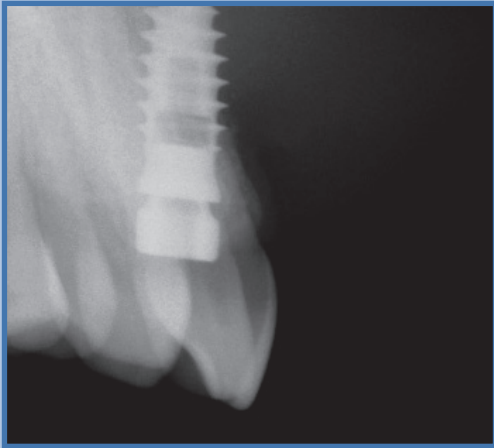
La radiografia endorale in latero-laterale mostra la non corretta assialità dell'impianto sul piano sagittale, con perforazione della corticale vestibolare
